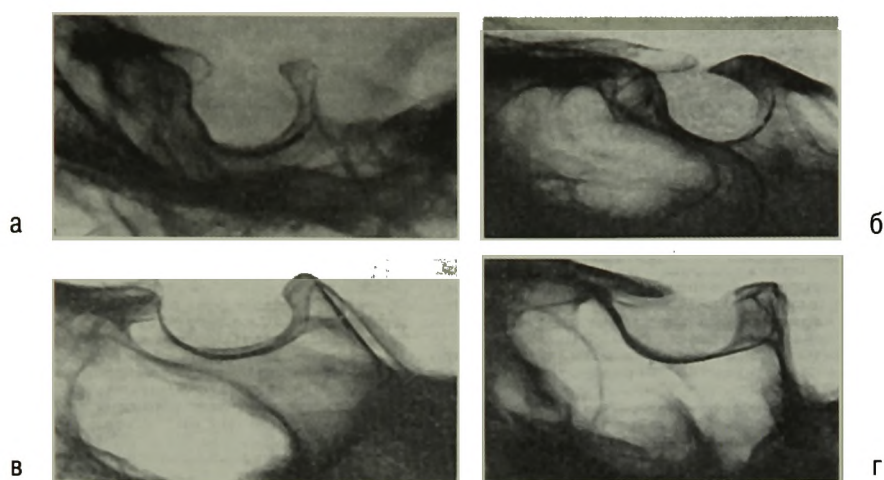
Прицельные рентгенограммы турецкого седла в боковой проекции. Варианты формы турецкого седла: а – глубокая; б – круглая; в – овальная; г – плоская
